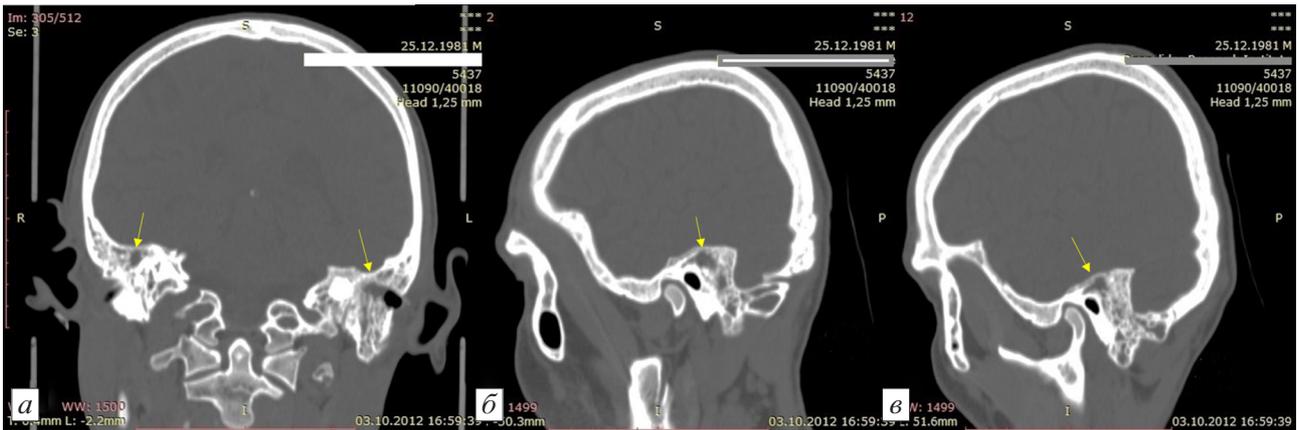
МСКТ височных костей пациента К., 30 лет. Диагноз: отогенный гнойный менингит, острый двусторонний гнойный средний отит, мастоидит.
